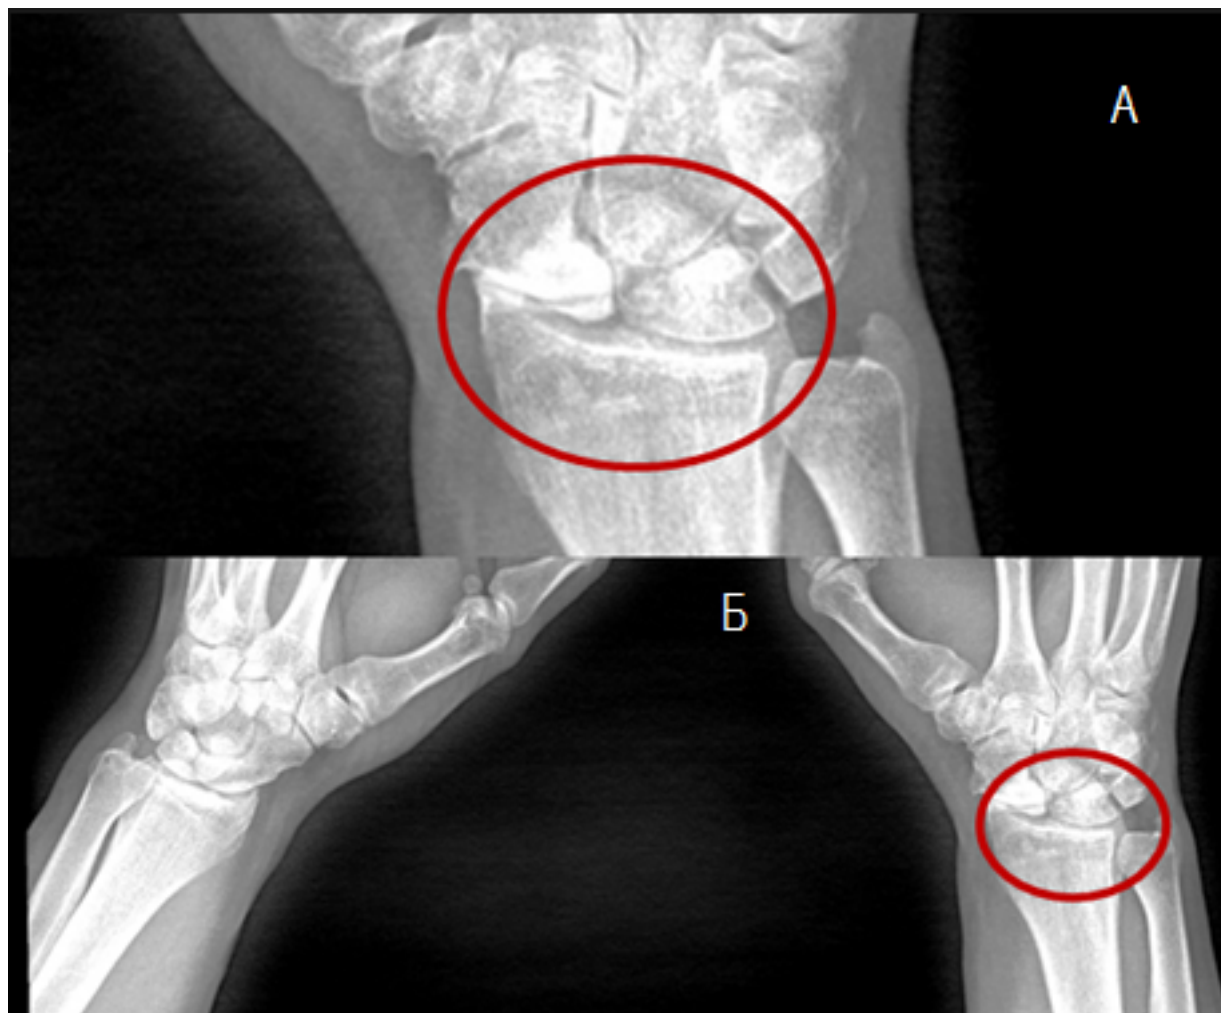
А - рентгенограмма правой кисти; Б - рентгенограмма обеих кистей (2015 г.)
